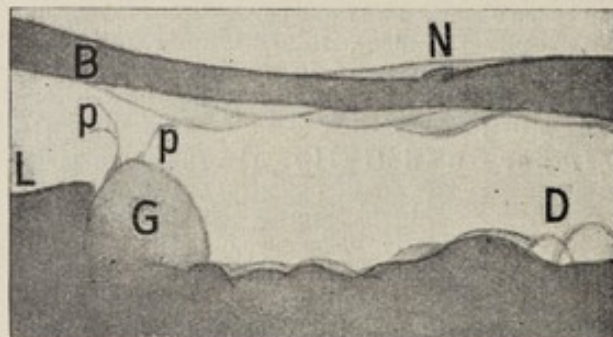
Röntgenbild eines Pneumoperitoneums bei einem Gallenblasenhydrops infolge von Gallensteinen mit pericholecystitischen Verwachsungen in Rückenlage. L Leber, G Gallenblase, D Därfen, B Bauchdecken, N Nabel, p pericholecystitische Stränge.
